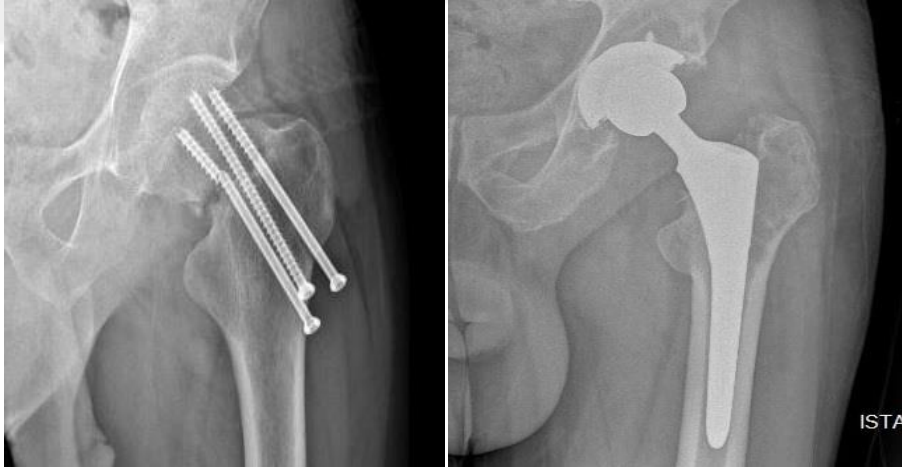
25. ay kontrol grafisinde AVN görülmektedir
